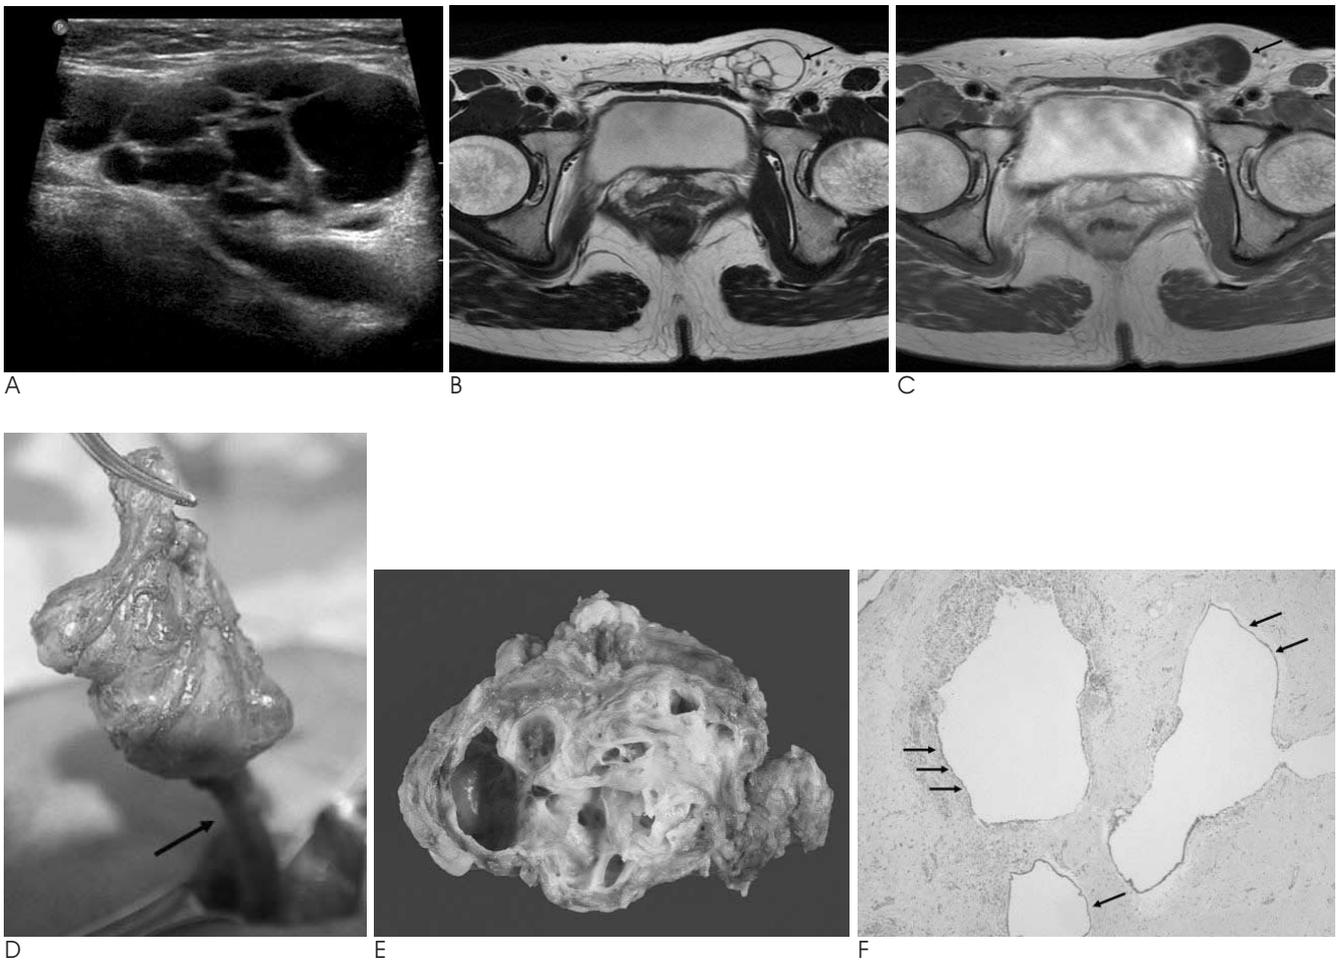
A. Ultrasonography of left inguinal area shows a well defined 6×5 cm sized multiseptated cystic mass. The content of the cystic mass is anechoic without solid portion.
